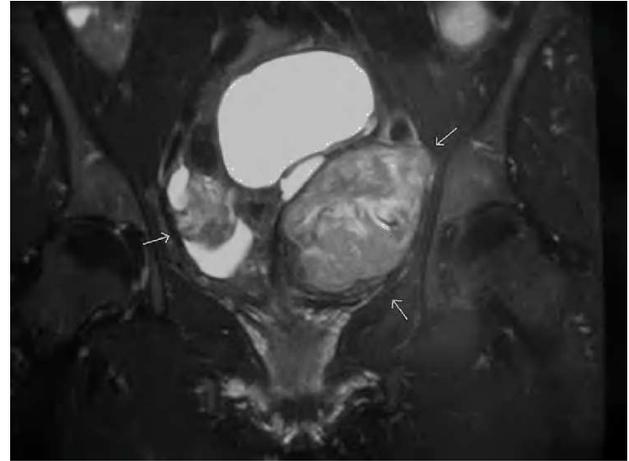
Resonancia magnética nuclear: corte sagital en el que se aprecian las 2 masas leiomiomatosas pelvianas.
